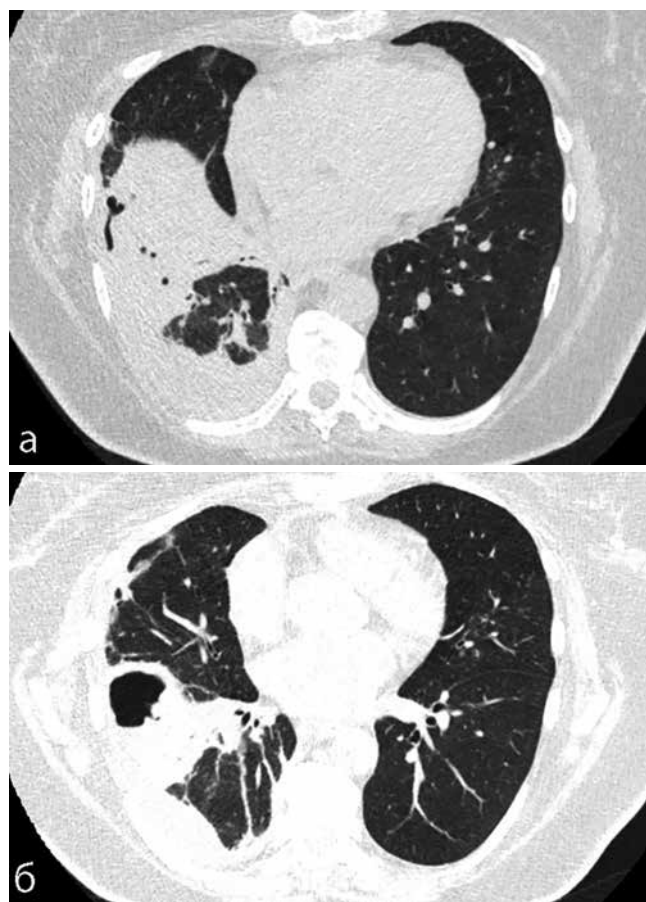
КТ ОГК № 3 пациентки П. от 19.07.2021. а – присутствие воздуха и жидкости в правой плевральной полости, б – паренхиматозный инфильтрат в правом легком, который содержит полость, заполненную воздухом. Аксиальные проекции
